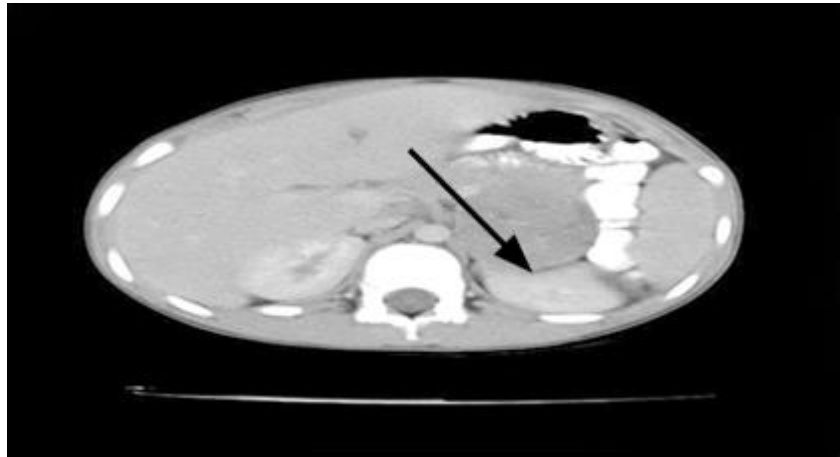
Tomografía computarizada contrastada de abdomen donde se visualiza una imagen tumoral hipodensa en glándula suprarrenal izquierda en relación con tumor suprarrenal a este nivel.
